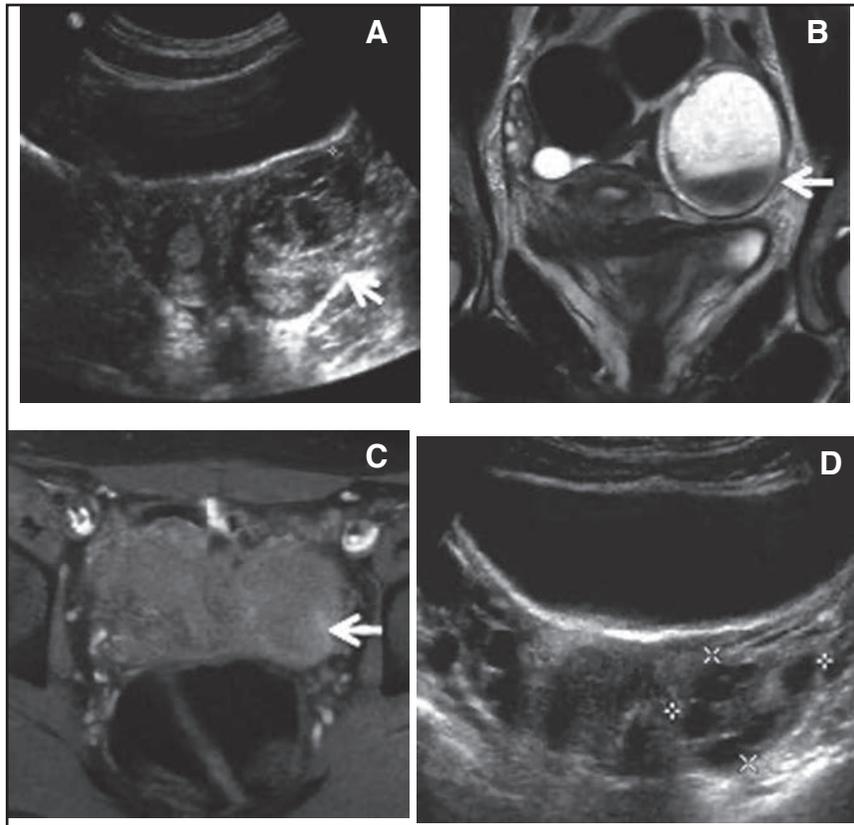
Niña de 15 años en estudio por dolor abdominal se realiza US de abdomen (a) lesión quística compleja ovárica izquierda, con área ecogénica que puede corresponder a grasa o sangre (flecha). Se indica RM para diferenciar quiste hemorrágico de quiste dermoide (teratoma). (b) Corte coronal T2 (c) corte axial T1 con supresión grasa. Los hallazgos de la RM muestran que el componente ecogénico del US es hipointenso en T2 e hiperintenso en el T1 y no se suprime en el T1 con supresión grasa por lo que es sugerente de contenido hemático (flechas). Hallazgos concordantes con quiste hemorrágico. (d) Se realiza US de control al mes que muestra regresión de la lesión.
